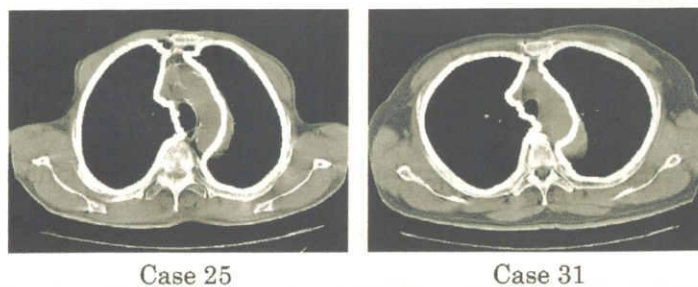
Examples of deterioration in the aorta (Thick-section CT).
